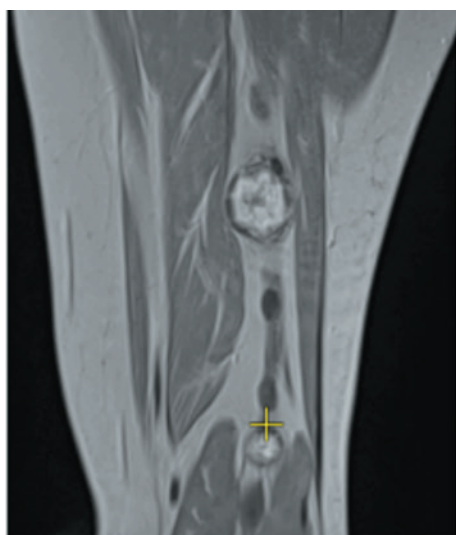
МРТ T2-ВИ, коронарная проекция
